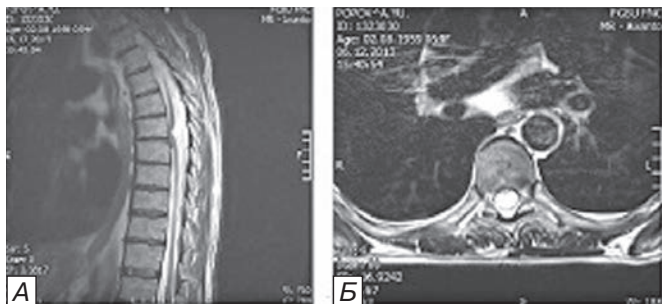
МРТ грудного отдела позвоночника пациента П. до операции в T2 ВИ: в а) сагиттальной и б) аксиальной проекциях.
